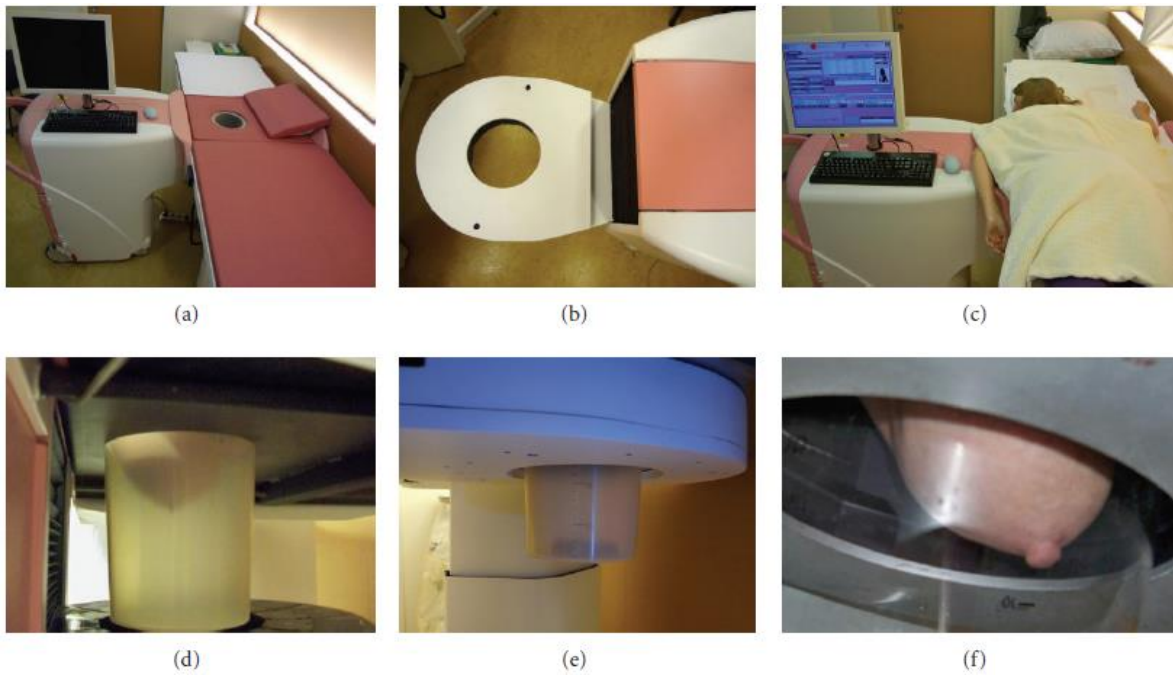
MammiPET con camilla para posición de la mama colgando. Fuente: Koolen et al Molecular Imaging in Breast Cancer: From Whole-Body PET/CT to Dedicated Breast PET. J Oncol. 2012; 2012: 438647.
